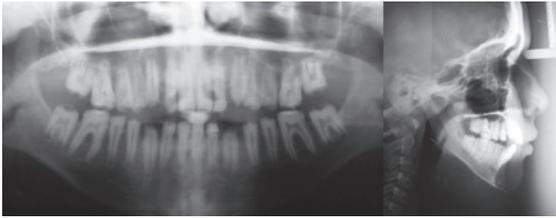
A. Radiografía panorámica. Piezas dentales sin estructura de esmalte y raíces cónicas. B. Radiografía cefalométrica donde se observa plano mandibular alto (Mx-Mn: 38,5°).
